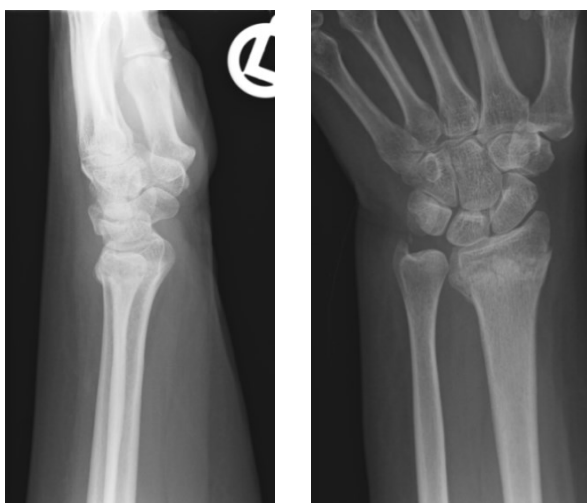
Röntgen a.p. und seitlich 5 Wo. posttraum.
